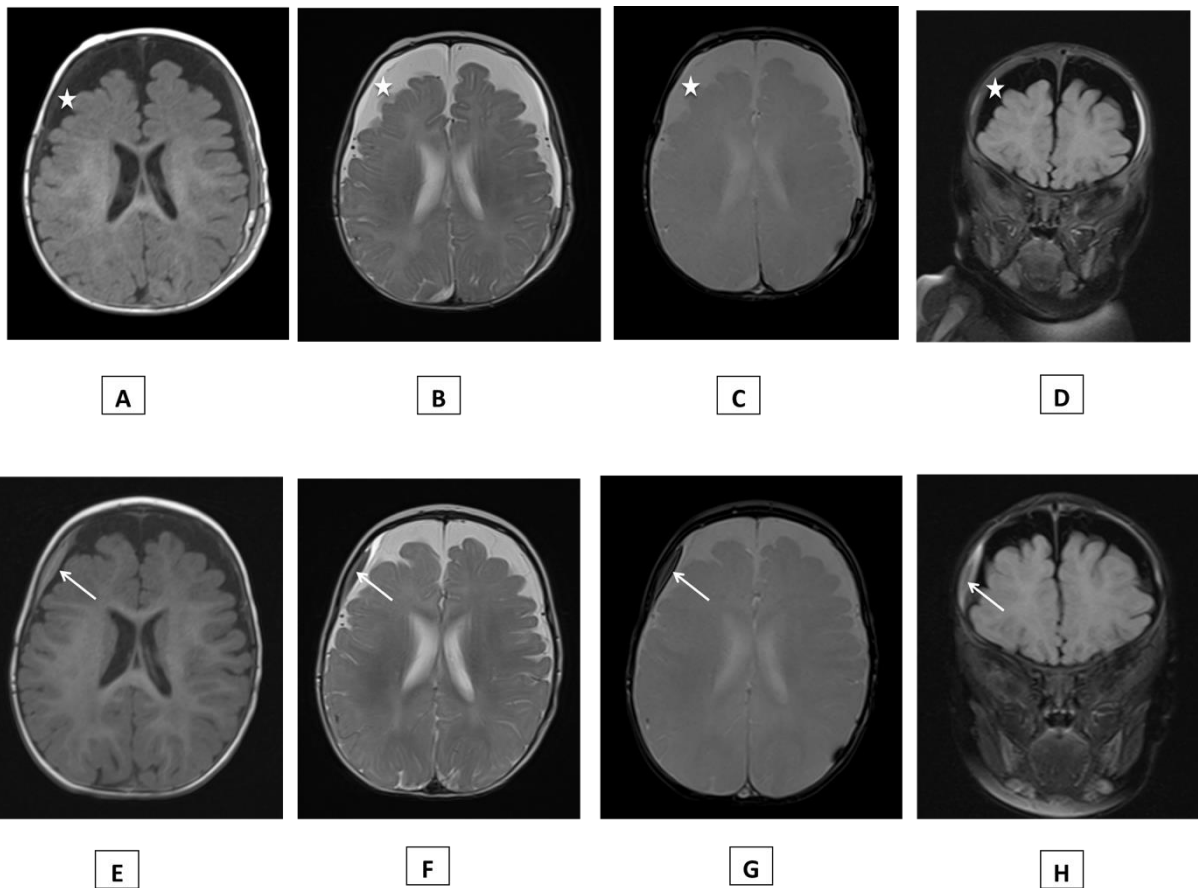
Resaignement d'HSD en IRM.
